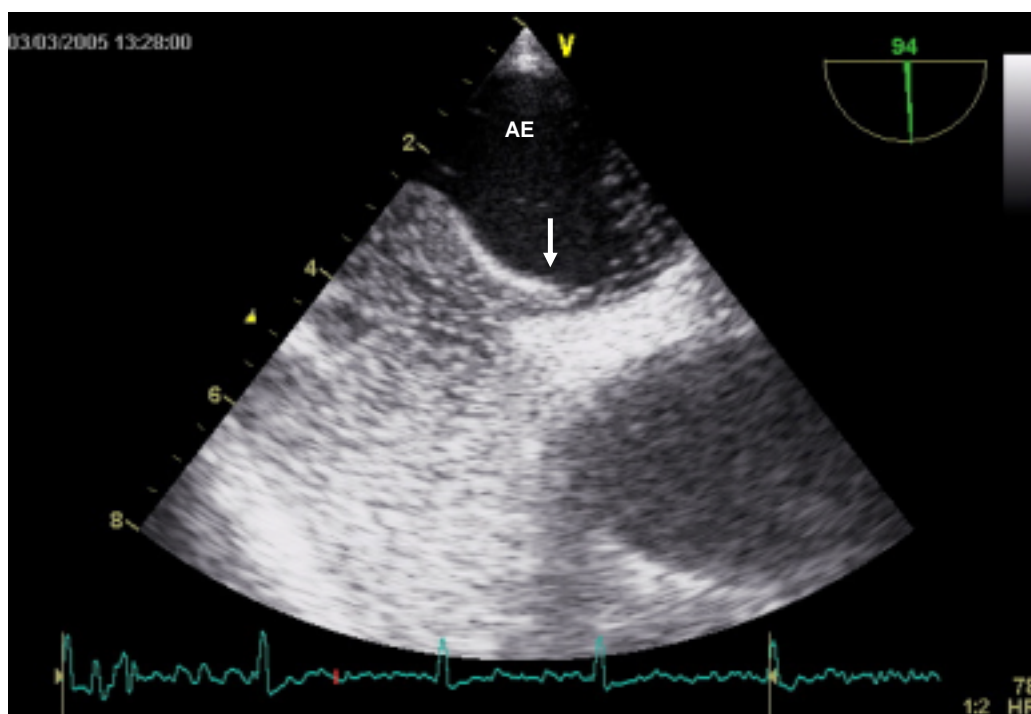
Ecocardiograma transesofàgic en un plànol longitudinal, on es pot veure l'obertura del FOP i el pas de microbombolles en sentit dreta-esquerra.
